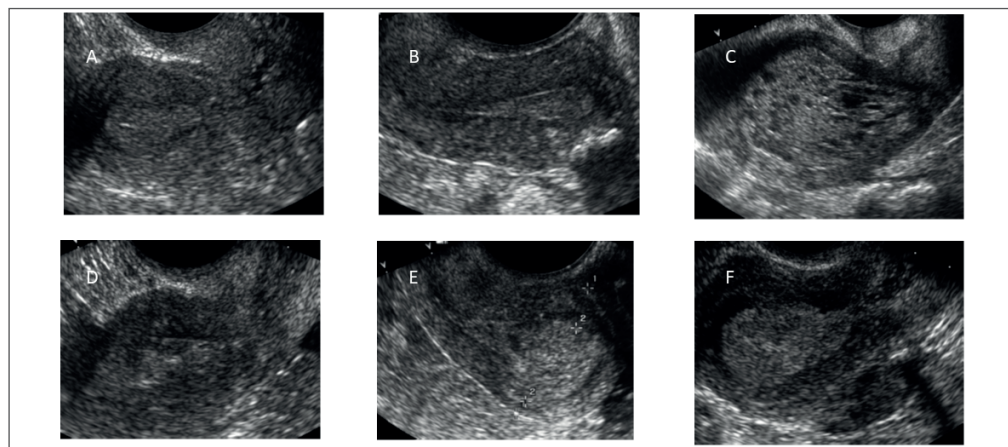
Aspetti ecografici della patologia endometriale: (A) endometrio regolare; (B) polipo endometriale; (C) polipo endometriale benigno; (D) adenocarcinoma endometriale; (E) adenocarcinoma endometriale; (F) adenocarcinoma endometriale [23]
